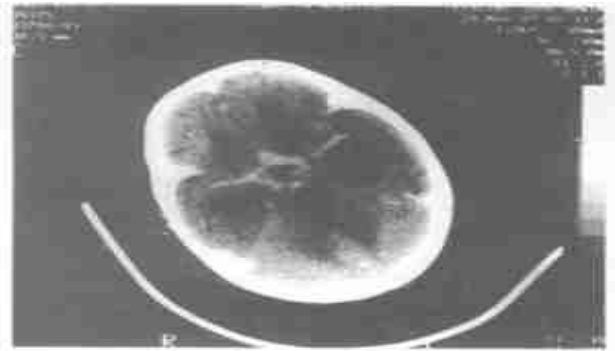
横断面 CT 增强扫描示鞍上池呈典型铸形改变
